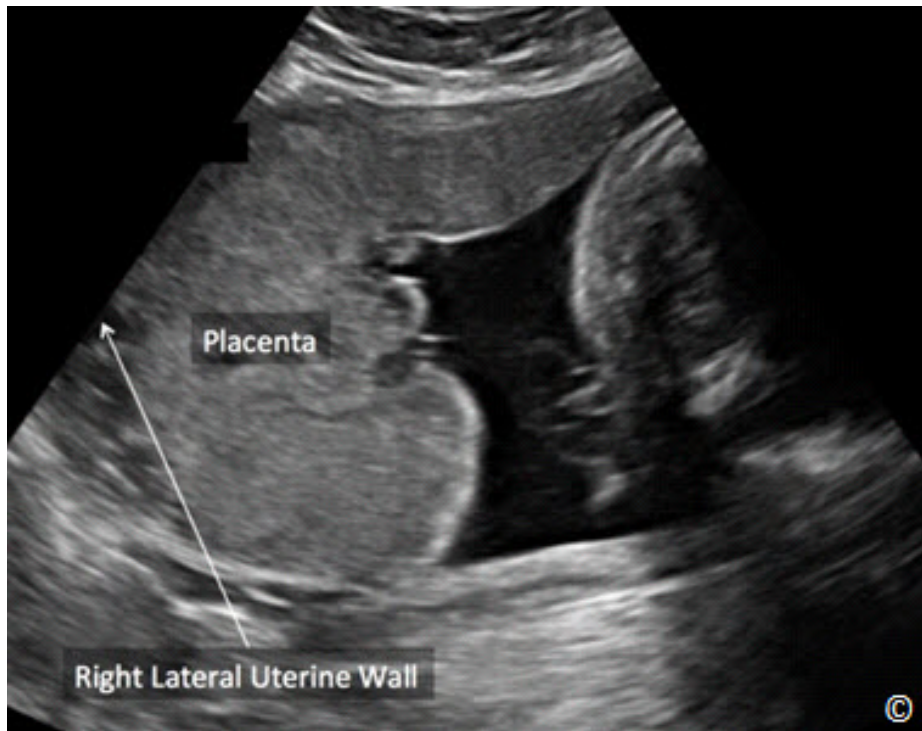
Placenta en el area lateral derecha (con la etiqueta) mostrada por ecografía obtenida a partir de una vista parasagital del útero. La pared uterina derecha lateral está rotulada. Vea el texto para más detalles.
